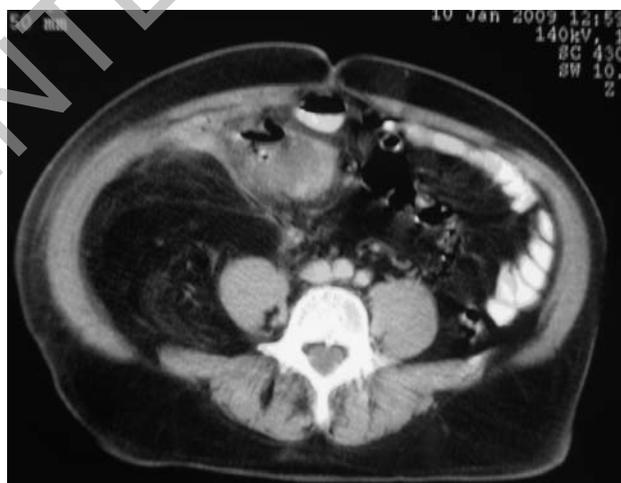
TC: la massa disloca il cieco e l'ileo terminale e confina con la raccolta ascessuale.
